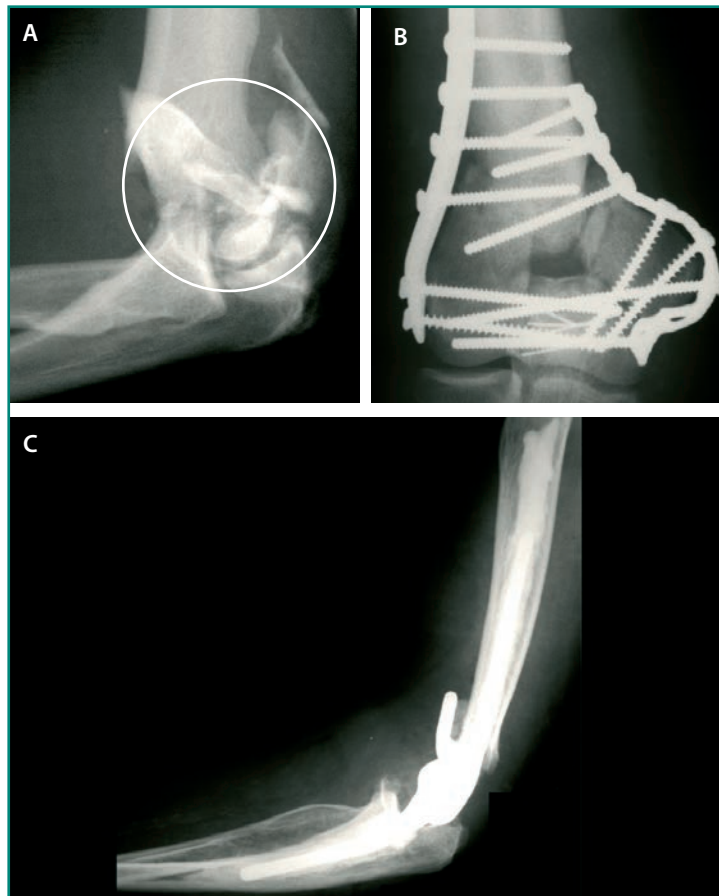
Fracturas de la extremidad distal del húmero. (A) Radiografía lateral de fractura supracondílea conminuta en un paciente de 36 años. (B) Radiografía anteroposterior tras la reducción abierta y osteosíntesis con dos placas y tornillos. (C) Si se producen en pacientes de edad avanzada, la artroplastia de sustitución articular es una buena alternativa.
